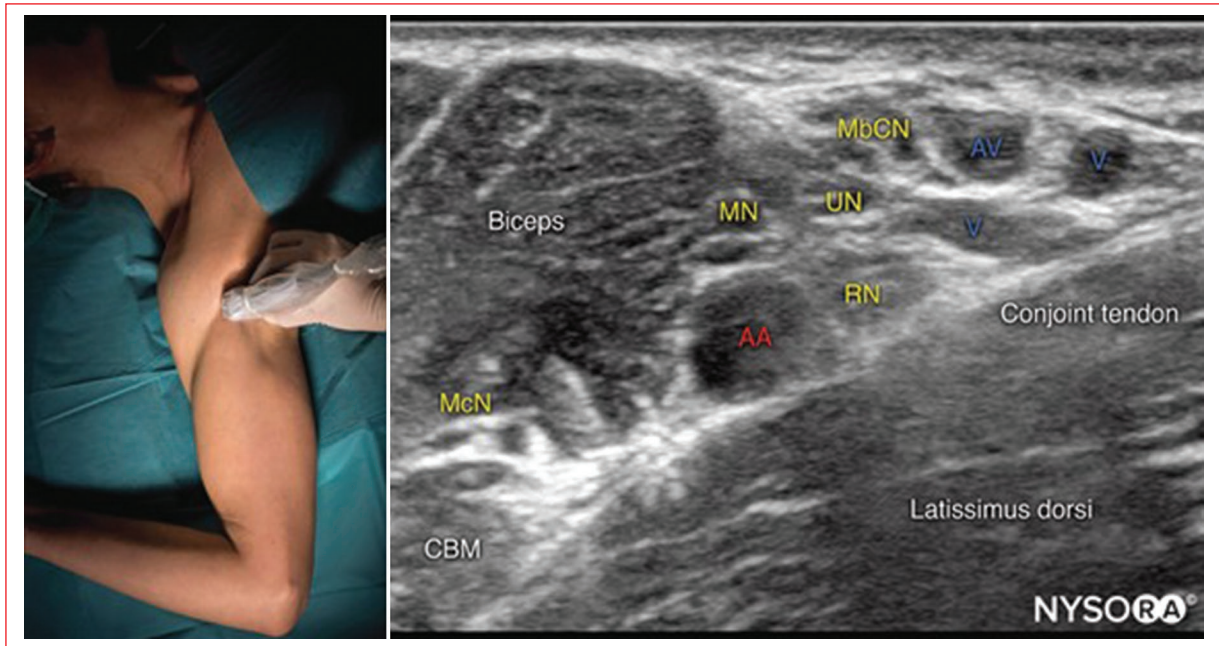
Ecografía del bloqueo axilar. AA: arteria axilar; AV: vena axilar; CBM: músculo coracobraquial; MbCN: nervio cutáneo braquial medial; McN: nervio musculocutáneo; MN: nervio mediano; ONU: nervio cubital; RN: nervio radial.
